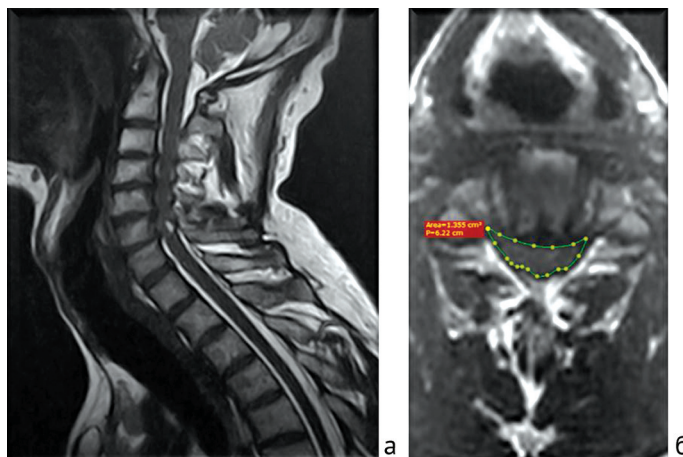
МРТ шейного отдела позвоночника пациента до операции: а – сагиттальная проекция; б – аксиальная проекция
